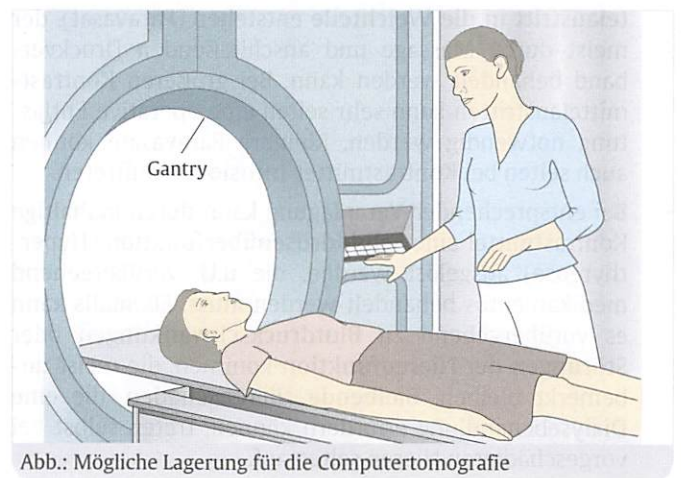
Mögliche Lagerung für die Computertomografie
